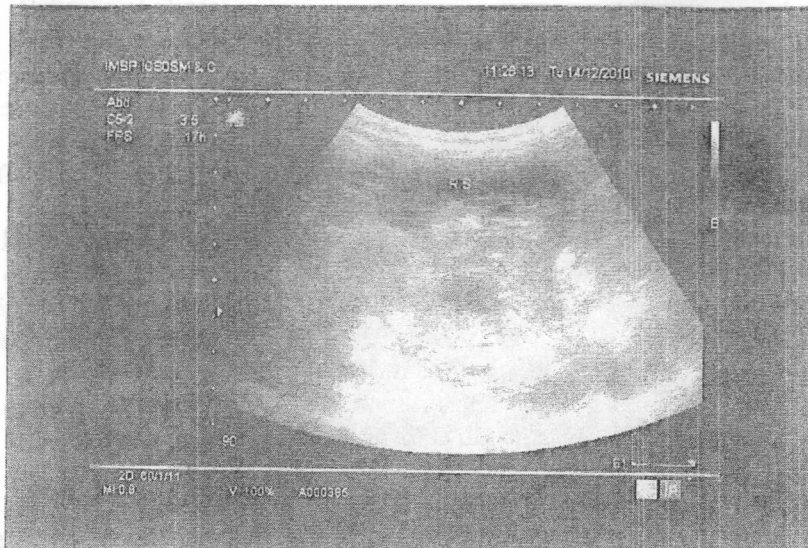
Ecografie. Tumoră renală pe stânga (caz clinic).
